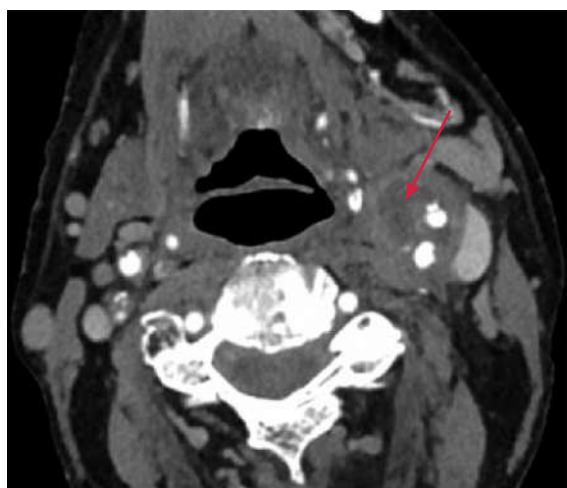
CT-Angiographie des Halses mit Verdacht auf einen Abszess (Pfeile) der linken Karotisbifurkation.
